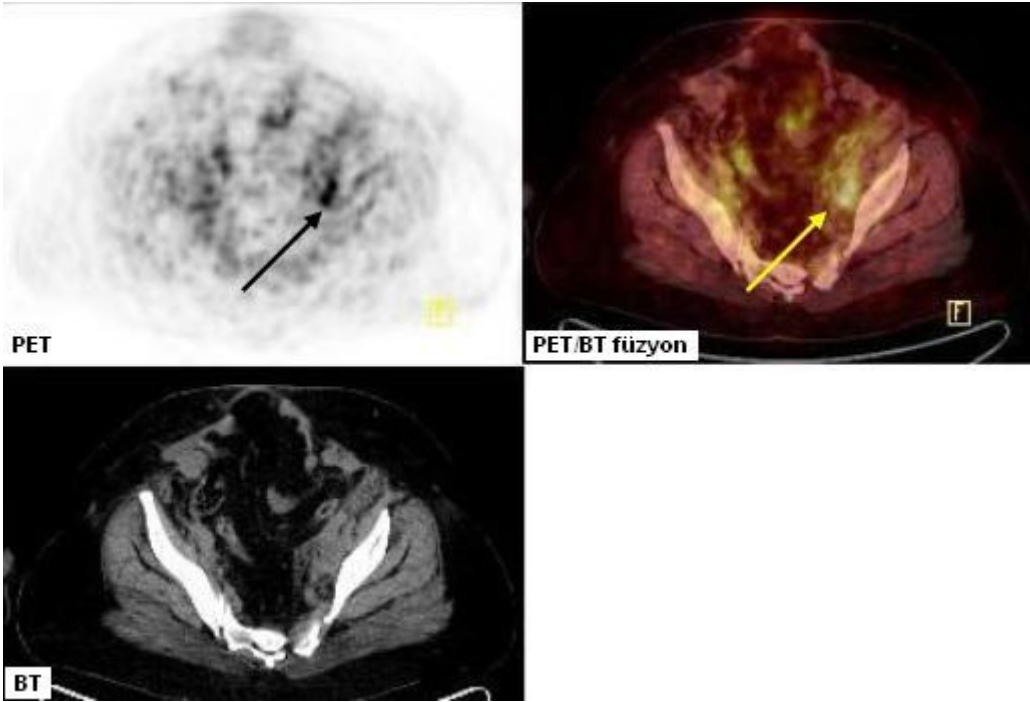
Artmış FDG tutulumu gösteren mezenterik implantlar ( $SUV_{max}$  :4,9-9,3) (Hasta 7)
